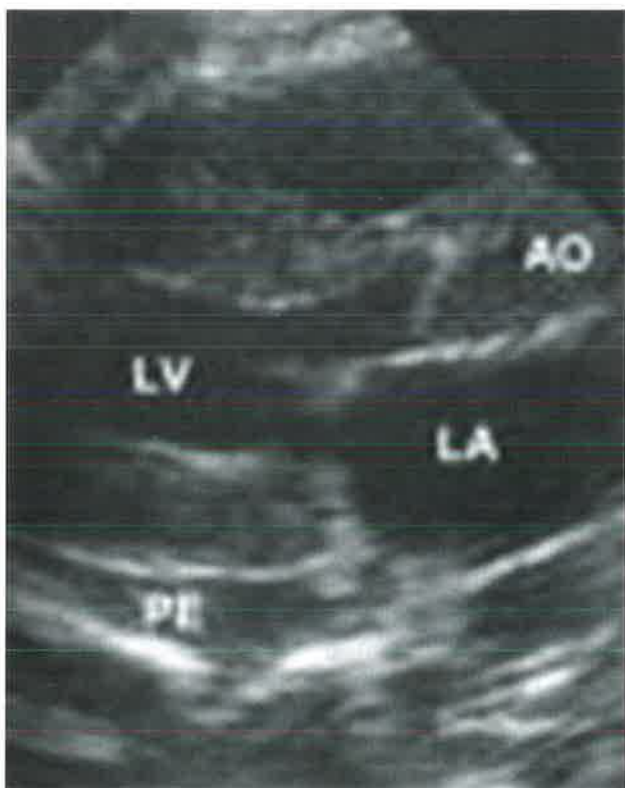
Immagine Ecocardiografica di Amiloidosi cardiaca
